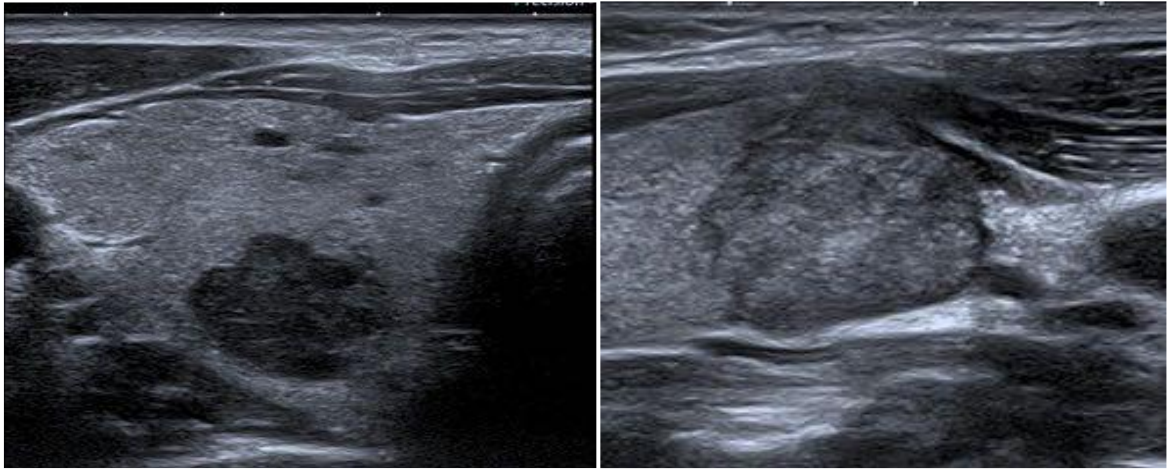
Aspect échographique d'un NT avec contours irréguliers
